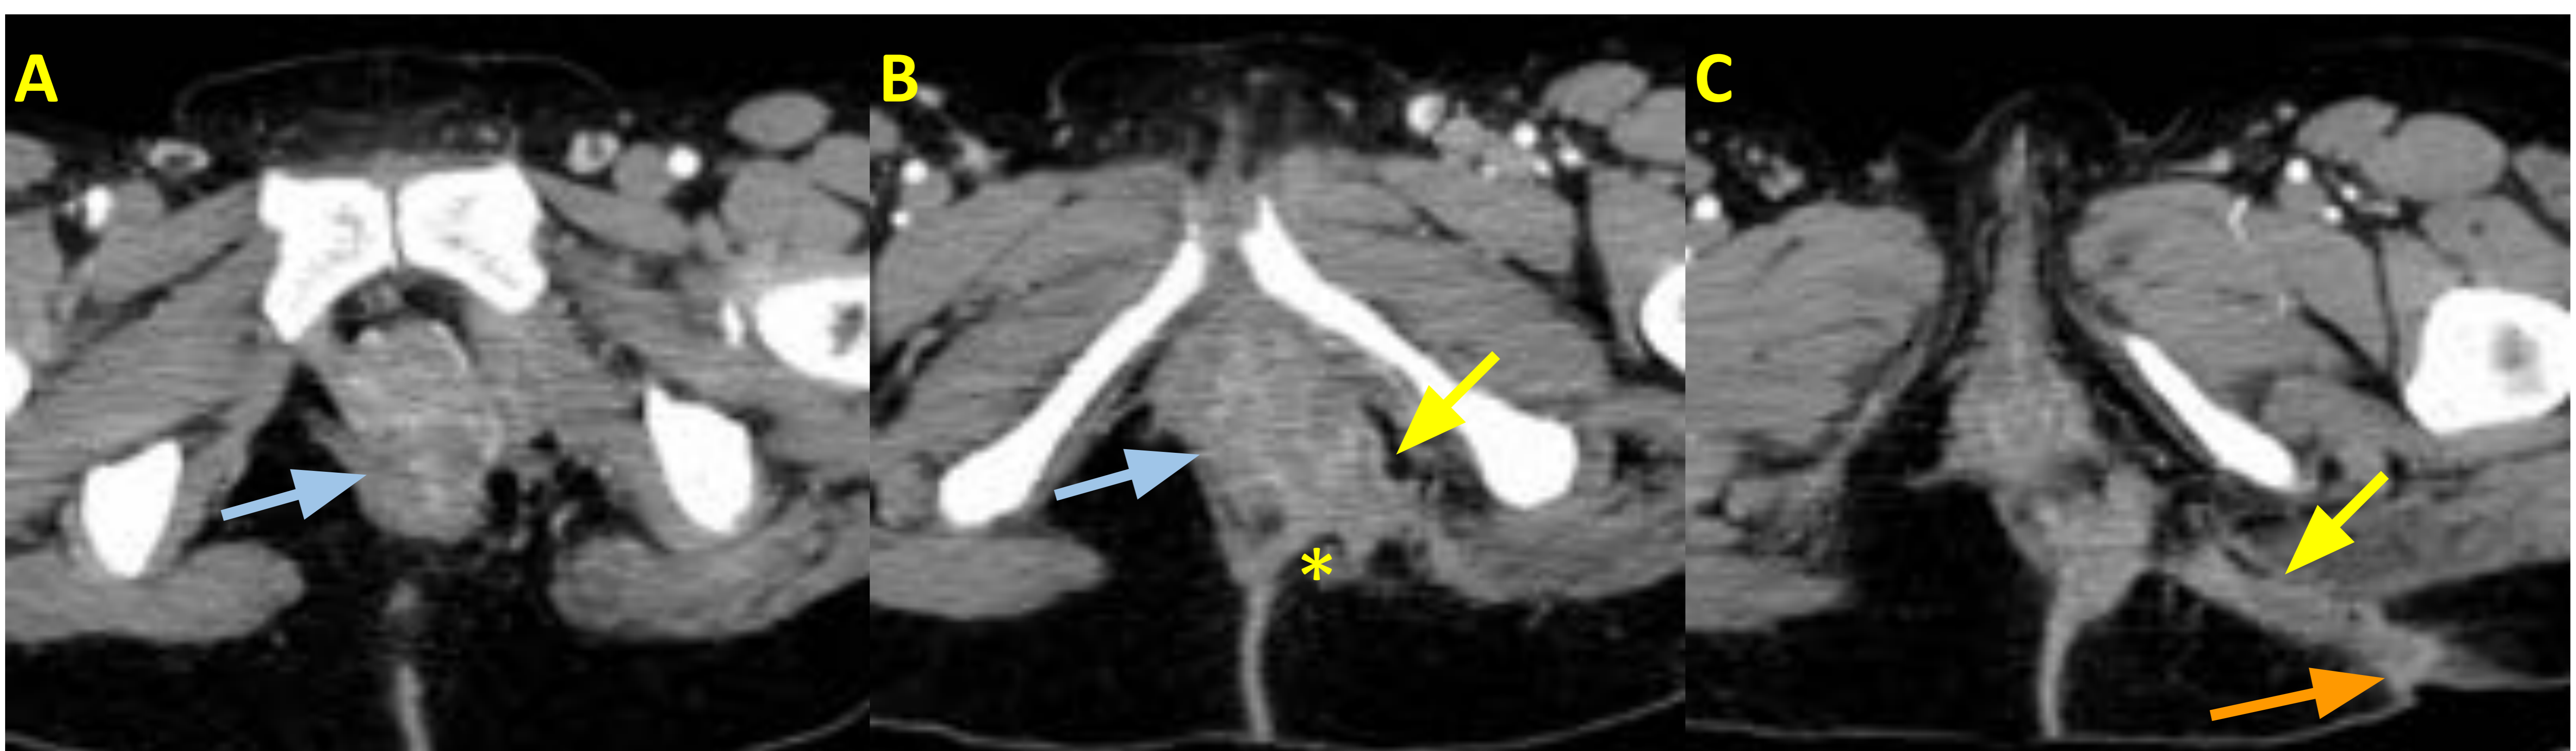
Fístula perianal. Cortes axiales de TC con contraste (A,B,C). Paciente con enfermedad de Crohn. Engrosamiento mural anal con cambios inflamatorios locales (flecha azul) con imagen de trayecto fistuloso de márgenes realzantes que se extiende desde el canal anal hasta la grasa isquioanal (flecha amarilla) y alcanza la piel a nivel glúteo izquierdo (flecha naranja). Reticulación de la grasa adyacente (asterisco amarillo).
